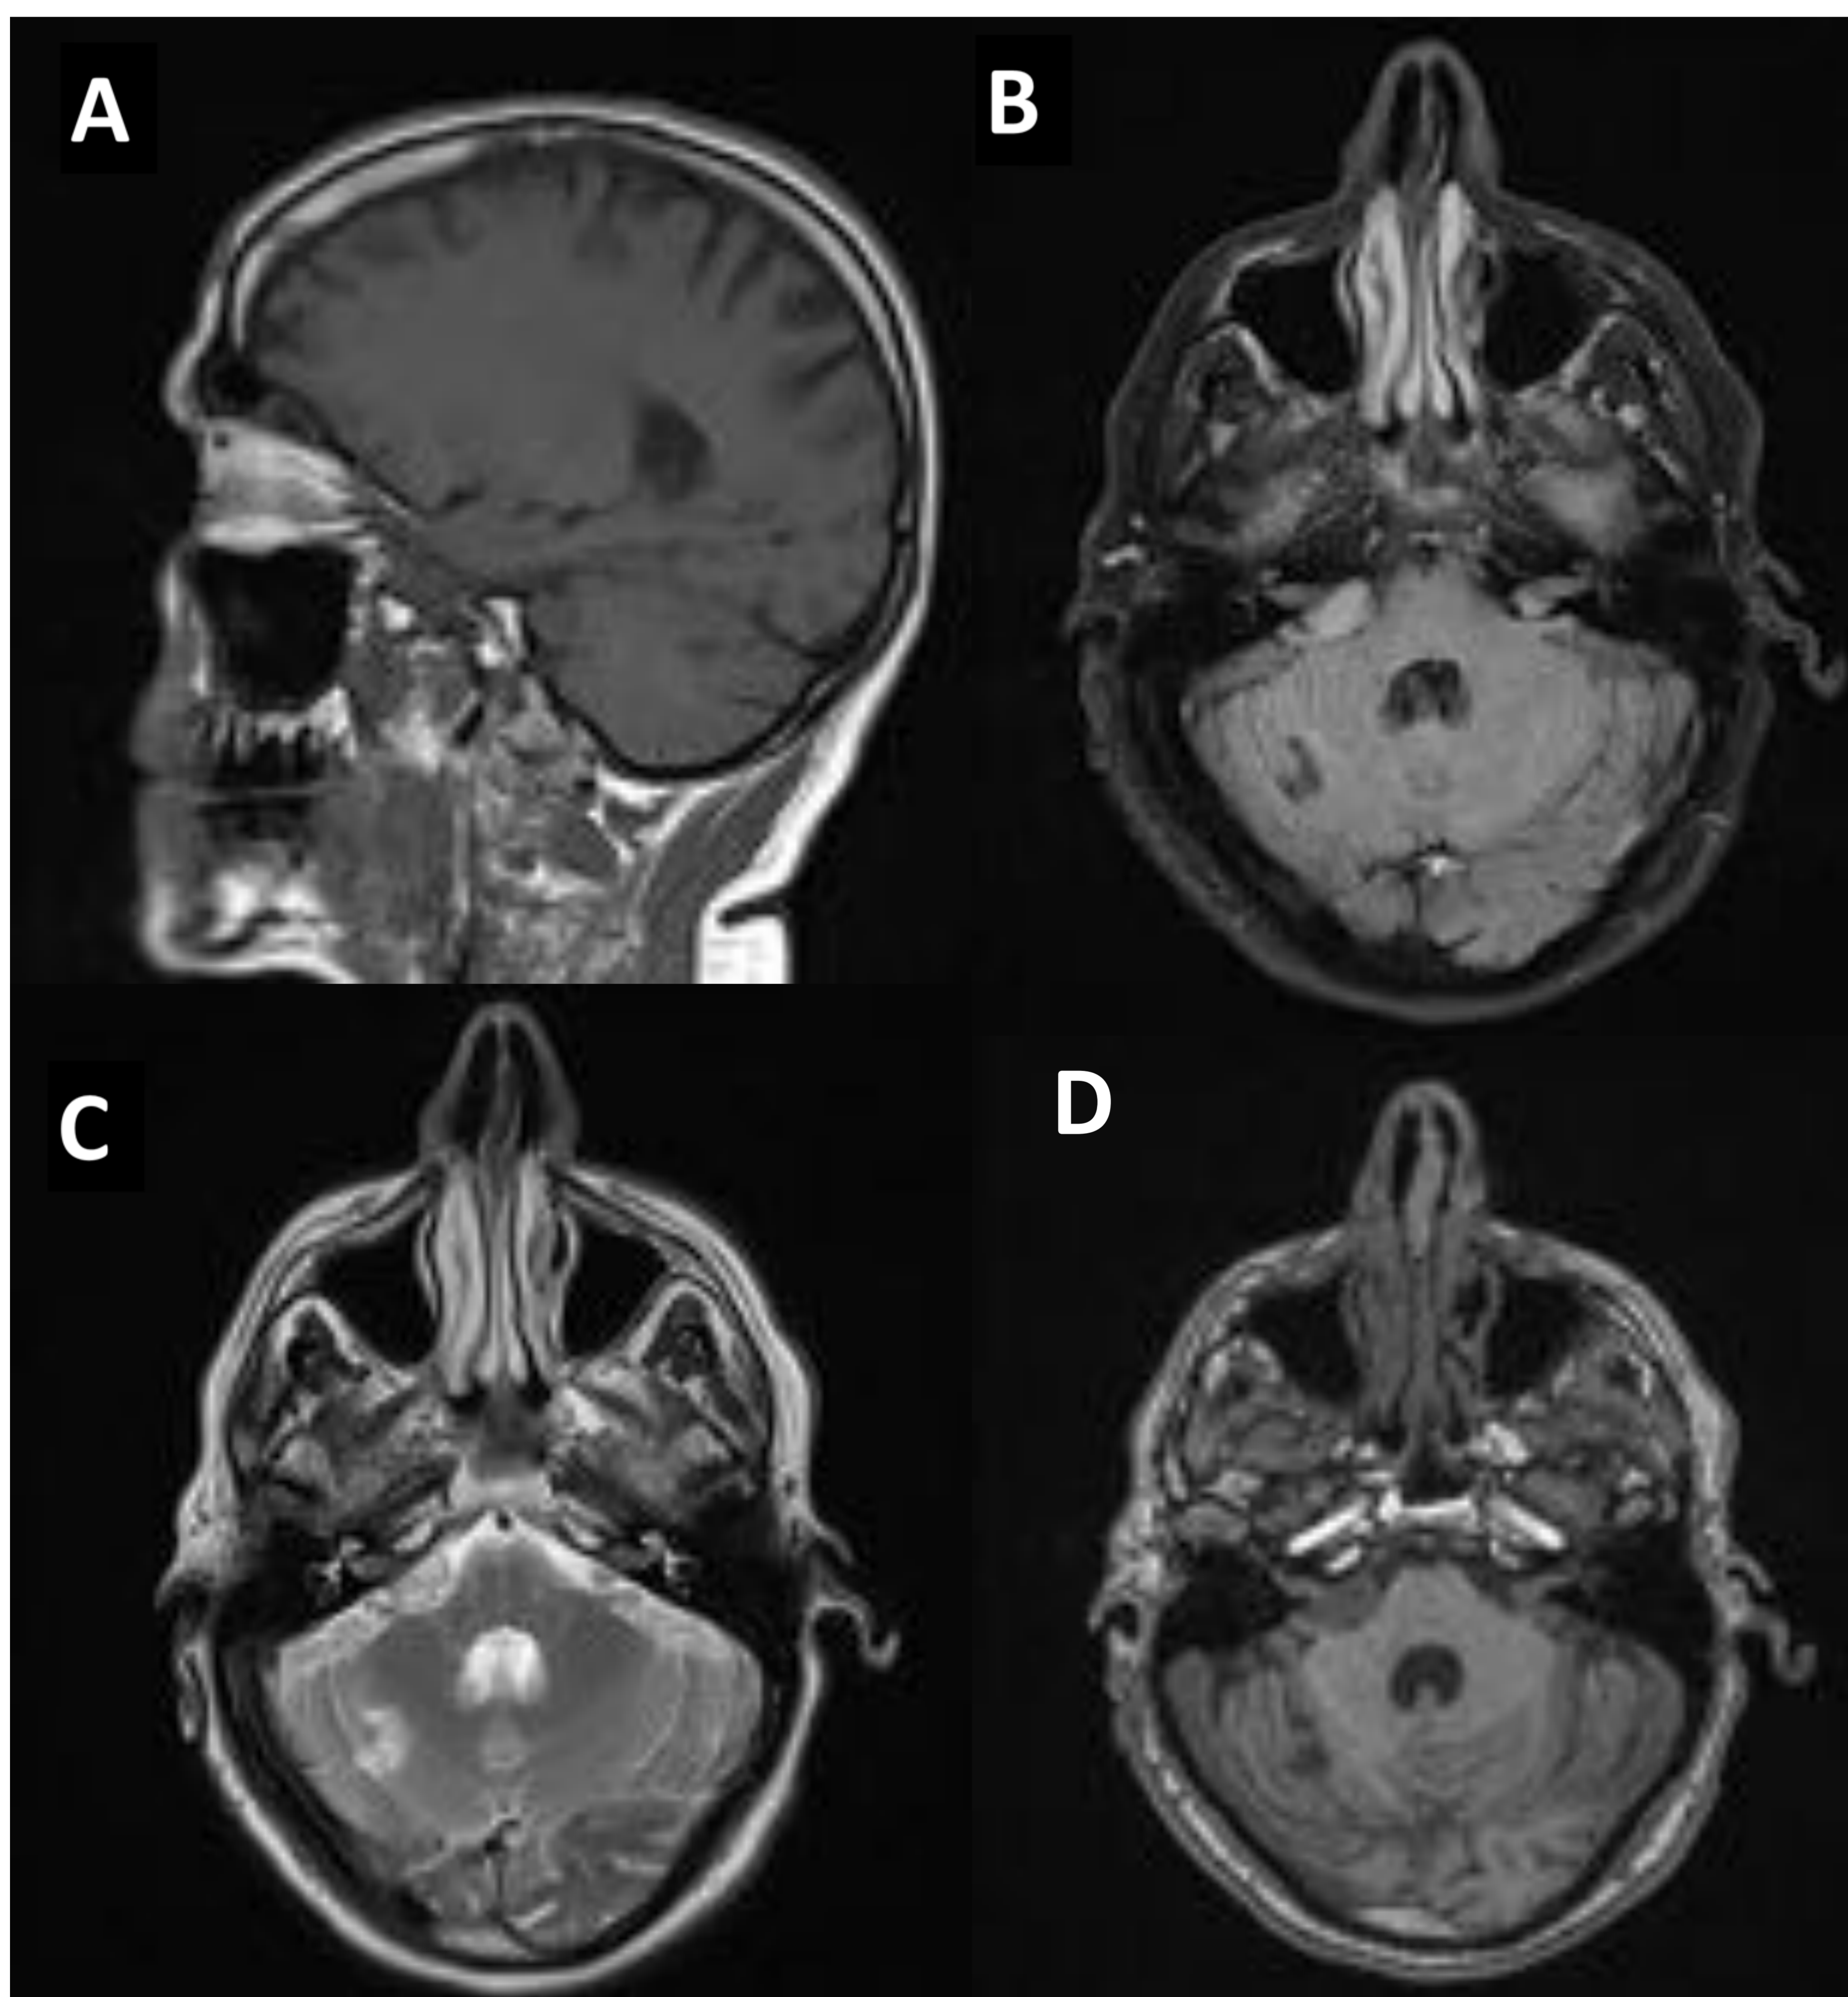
Resonancia magnética en secuencias T1 sagital (A) , T2 FLAIR axial (B), T2 axial (C) y T1 vibe (D) de paciente con neurofibromatosis en la que se visualizan SV bilaterales en ambos ángulos pontocerebelosos con componente intracanalicular y cisternal. El del lado derecho presenta mayores dimensiones e impronta sobre el margen lateral del pedúnculo cerebeloso medio derecho.
